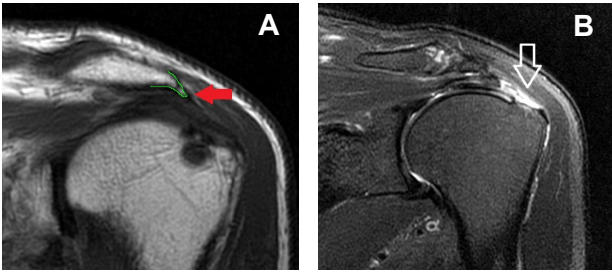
(A) burrow in the form of a bird's-beak in impingement syndrome patient. (B) MRI opinion in Rotator cuff teared patient. Arrowed marked in the rotator cuff tear region[8].
